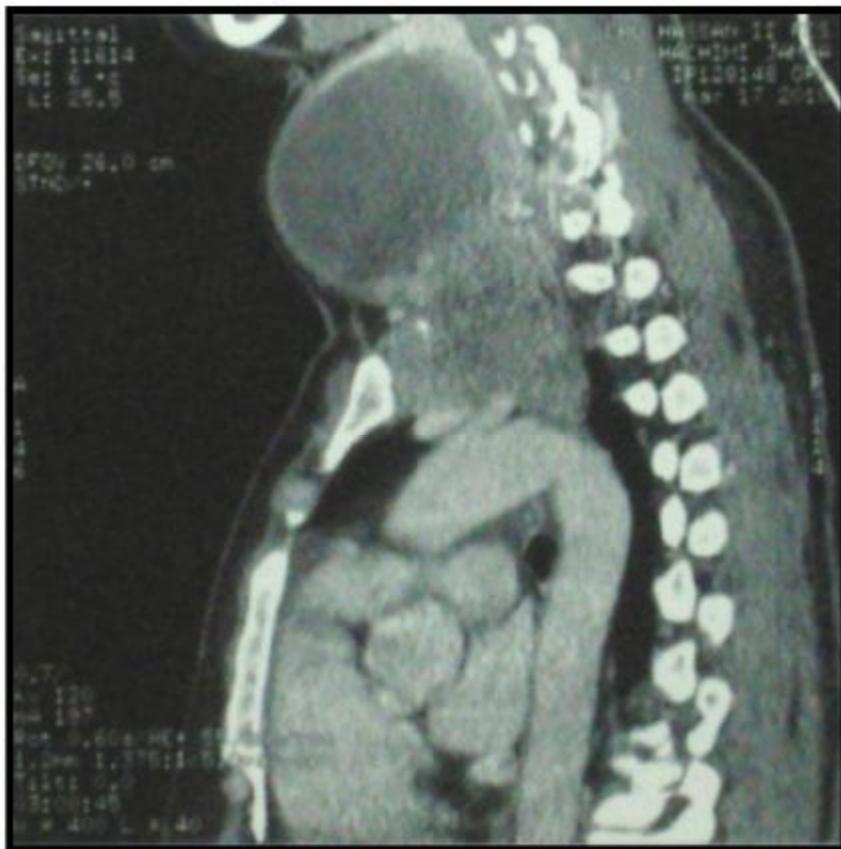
TDM en coupe sagittale : goitre plongeant hétérogène.
